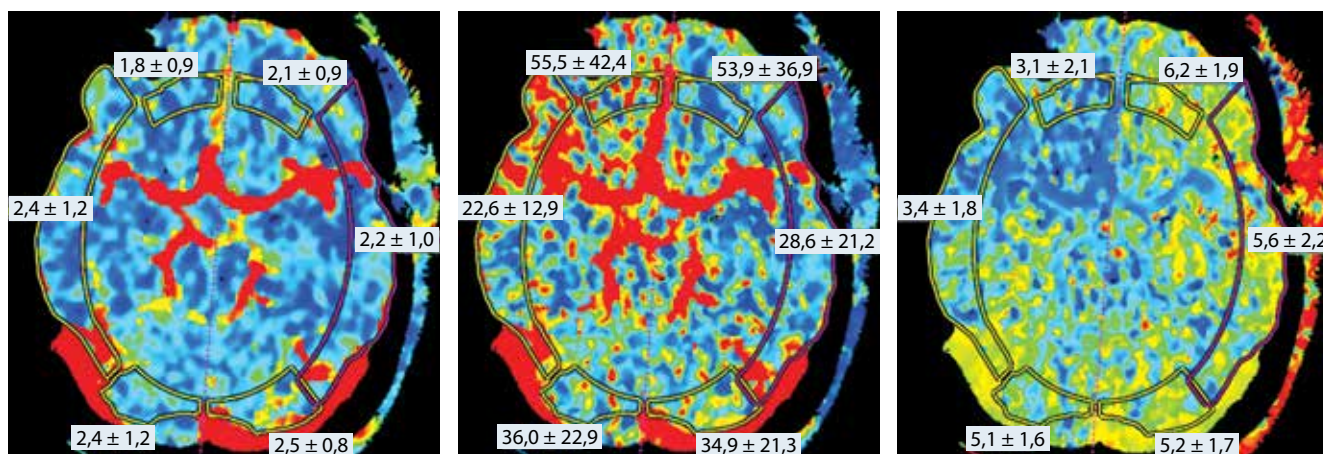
Перфузионная компьютерная томография головного мозга после операции. В левой лобной и теменно-височной области относительное снижение скоростных показателей (CBF) без изменения показателей объемного кровотока (CBV), увеличение среднего времени транзита (MTT)
